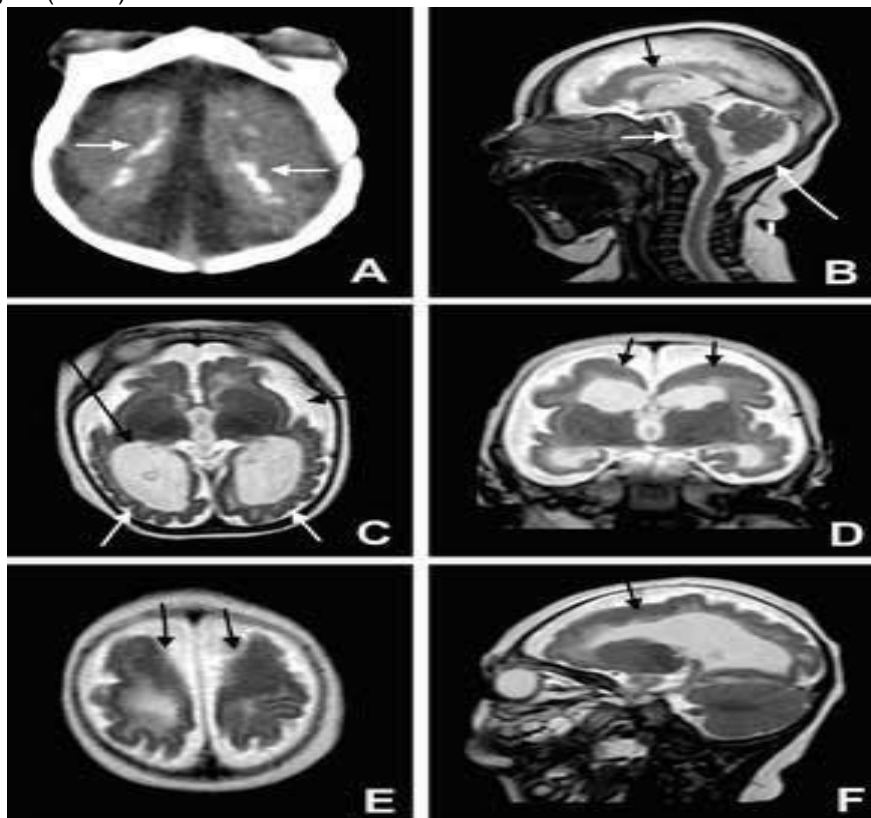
Tomografia computadorizada do crânio sem introdução de contraste venoso em recém-nascido de um dia, com lesões atribuídas ao vírus Zika, demonstrando calcificações intracranianas patológicas
